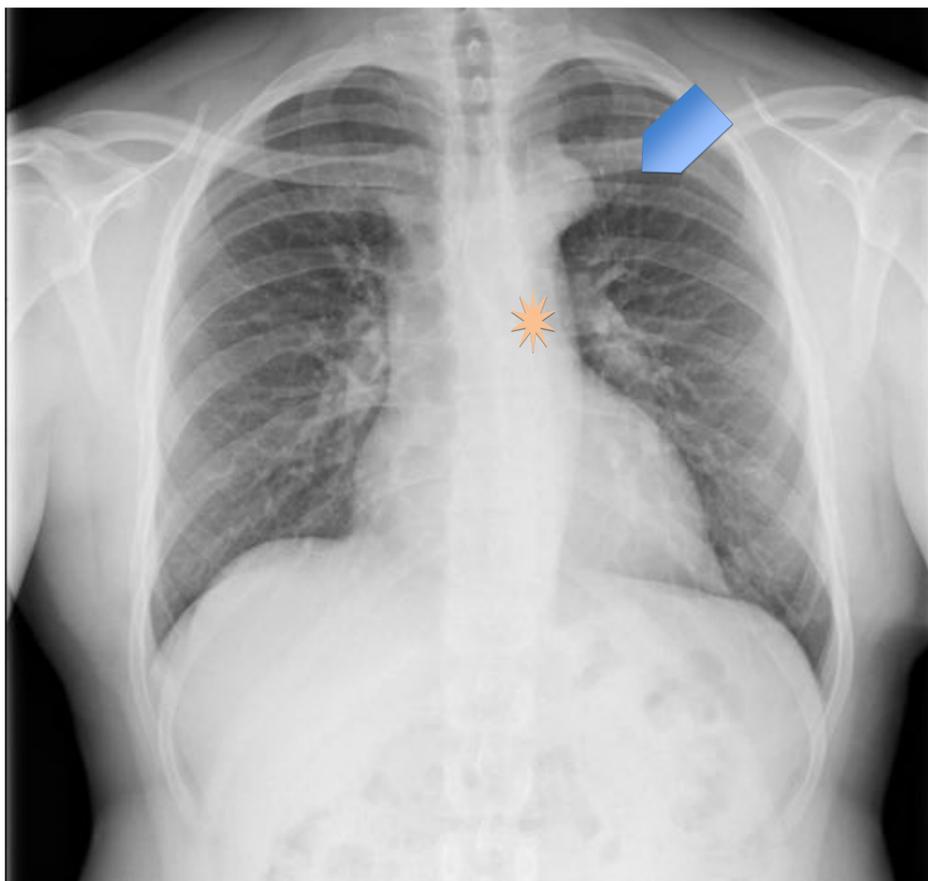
Coartación de aorta intervenida mediante la colocación de tubo de Hameshield. Correlación Rx simple y cortes sagital de RM. Se visualiza cambio abrupto en su morfología y tamaño (flecha), que corresponde con la dilatación (asterisco-9 en el área posterior a la localización del tubo (flecha roja).
